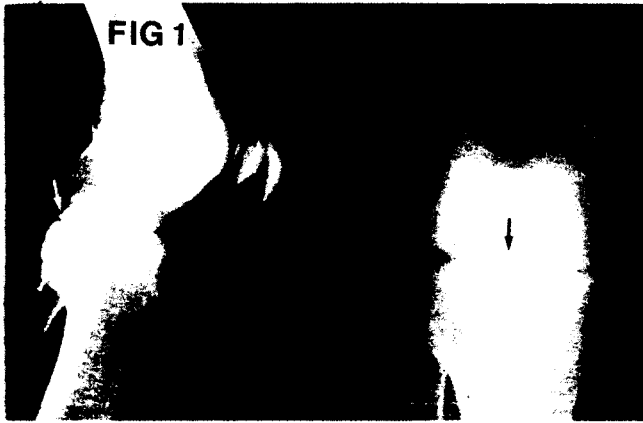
Avulsed bony fragment from the posterior tibial plateau was shown under the left knee plain radiograph.
